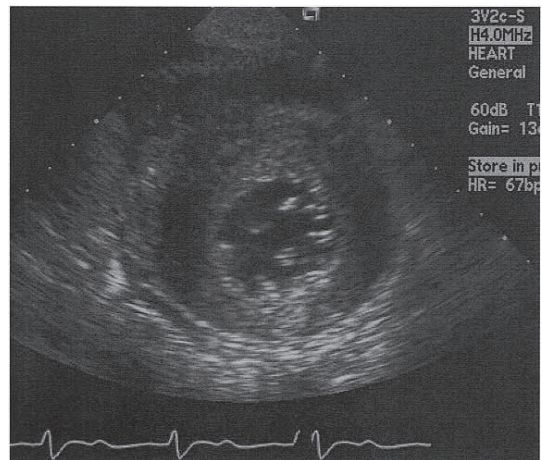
Trans thoracic echocardiography; short axis image of aortic valve (a), short axis image of submitral valve (b), Doppler echocardiography of continuous wave velocity at trans-aortic valve (c).
